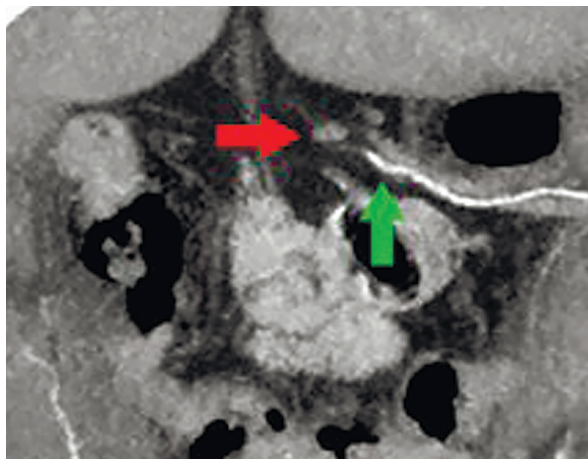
Компьютерная томография брюшной полости, коронарная (фронтальная) плоскость. Лимфатический узел, расположенный вдоль правой желудочно-сальниковой артерии. Красная стрелка указывает на желудочно-сальниковый лимфатический узел. Зеленая стрелка указывает на правую желудочно-сальниковую артерию и вену [8]
